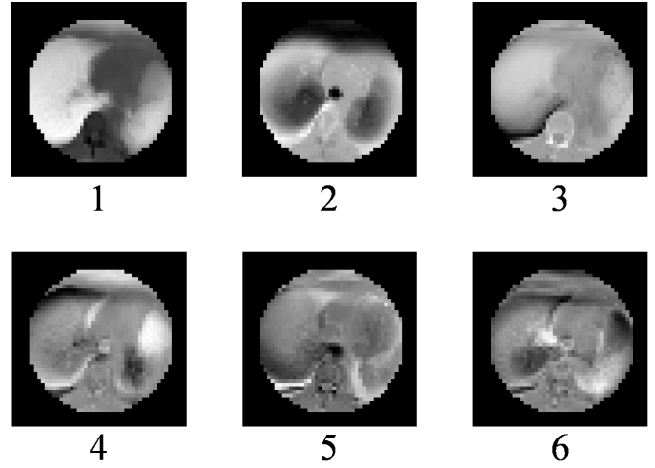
固有ベクトルの例 (画像下の数字は対応する固有値を降順に並べたときの番号)．外周の黒い部分は CT 画像の大きさを表し、円内は固有ベクトルを 0 から 255 に正規化して表したものである
